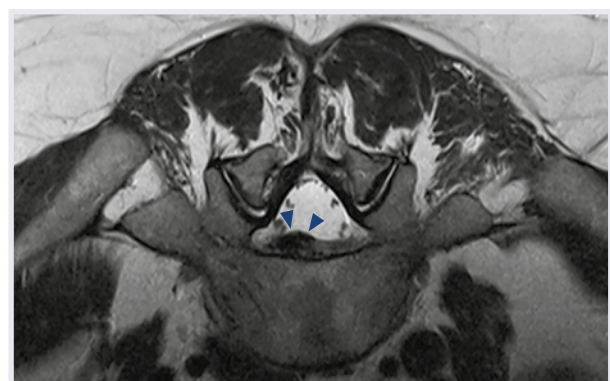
Axiale, T2 gewichtete MRT auf Höhe von L5/S1 mit einer paramedianen Diskushernie (Pfeilspitzen).
